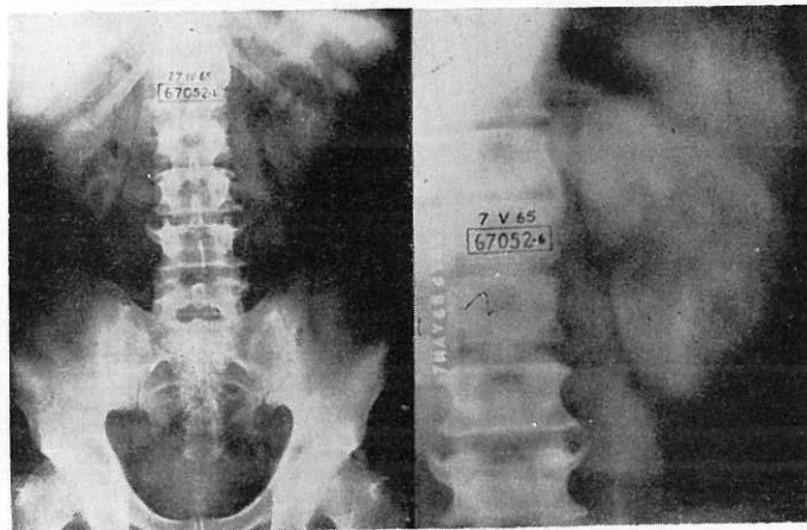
a (izquierda). (Caso N° 14). Hay una calcificación lineal circular en el polo inferior del riñón izquierdo. FIG. 3-b (derecha). La nefrotomografía (zonografía) muestra con más claridad la calcificación; además se ve una deformación del contorno externo del riñón.
